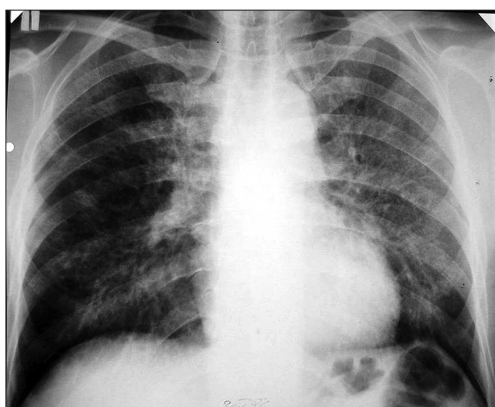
Radiografie pulmonară a unui pacient cu artrită reumatoidă în tratament cu săruri de aur
